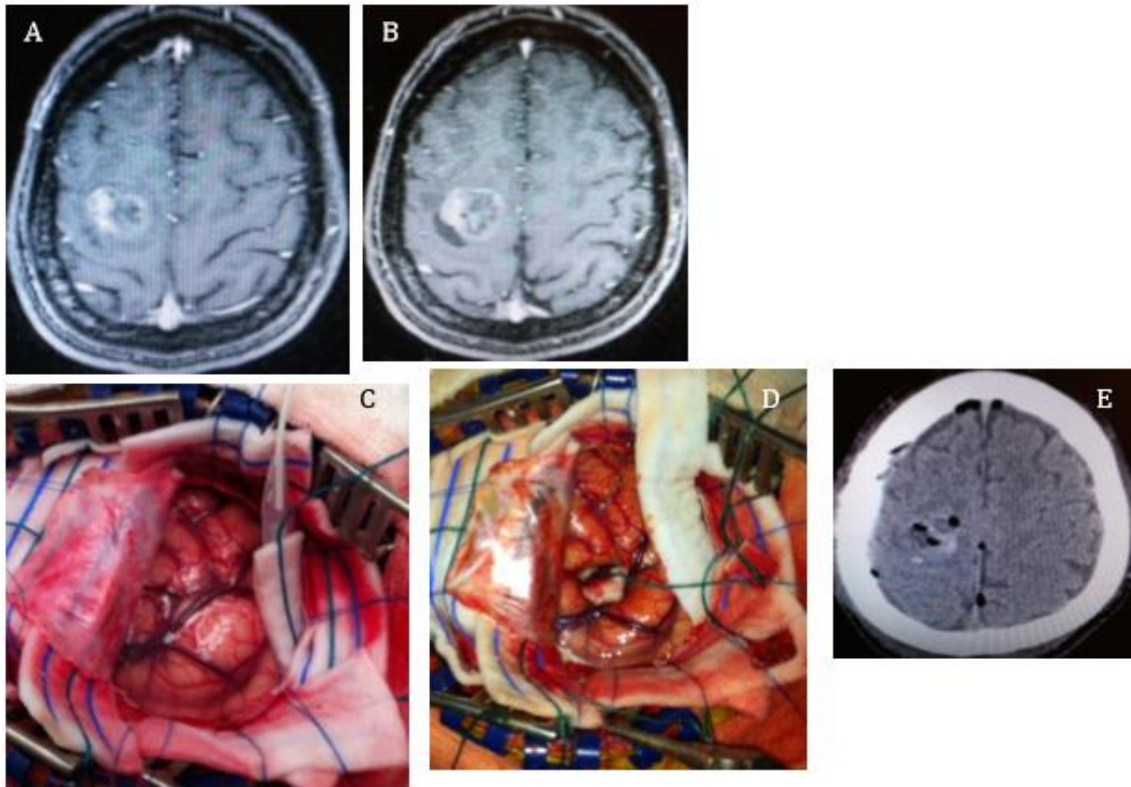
(A-B) RM axial de crânio com contraste, mostrando metástase frontal esquerda de sarcoma, adjacente ao giro pré-central; (C) Imagem intraoperatória mostrando grid de área motora (abaixo de cotonóide para melhor contato com parênquima cerebral), localizado perpendicular ao giro pré-central; (D) Imagem após exérese completa da metástase; (E) TC de crânio sem contraste mostrando exérese completa da lesão com hemostático no leito cirúrgico (áreas hiperdensas).
